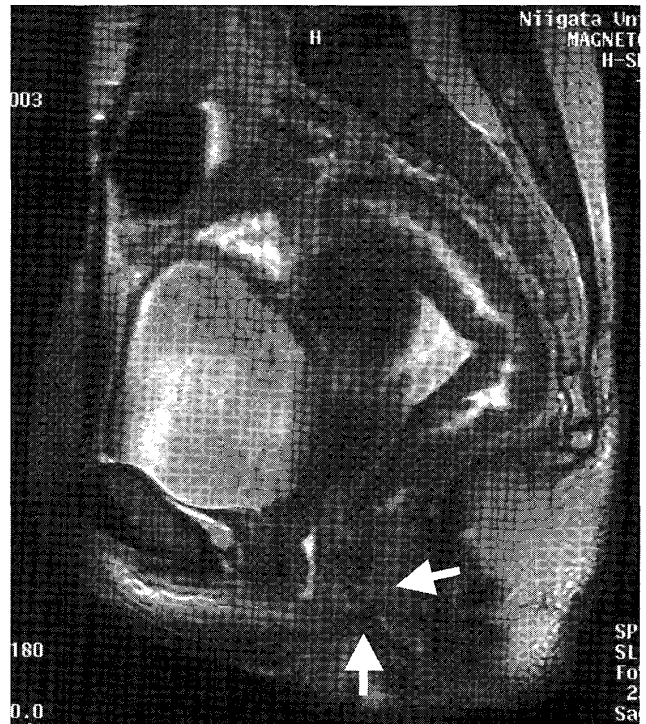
骨盤 MRI（T2 強調画像、矢状断）索状の低信号領域内に高信号を示す外肛門括約筋レベルでの直腸腔瘻（矢印）。
